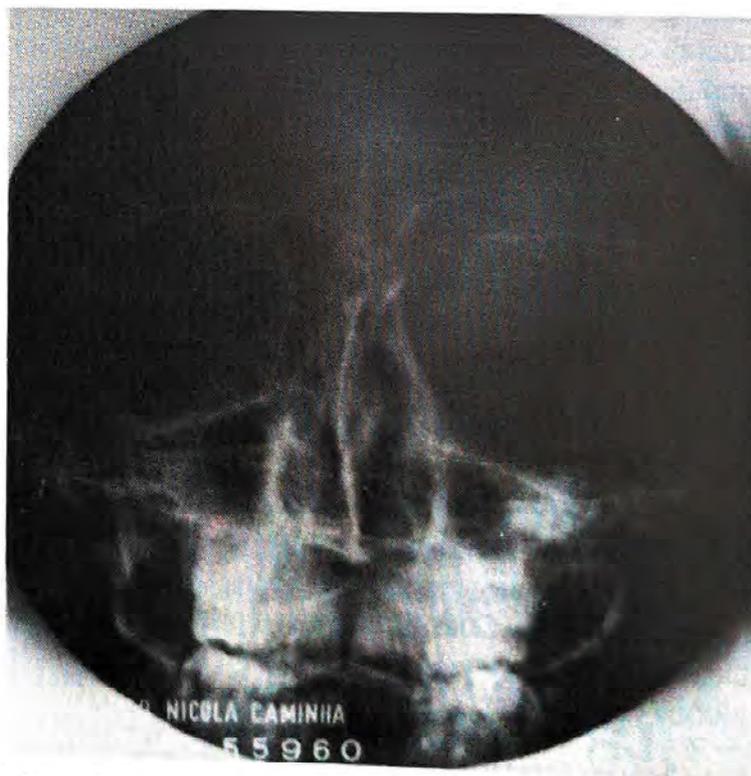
Radiografia simples de caso de exoftalmia unilateral devido a agenesia da asa da esfenóide e neuroma plexiforme (doença de von Recklinghausen).
